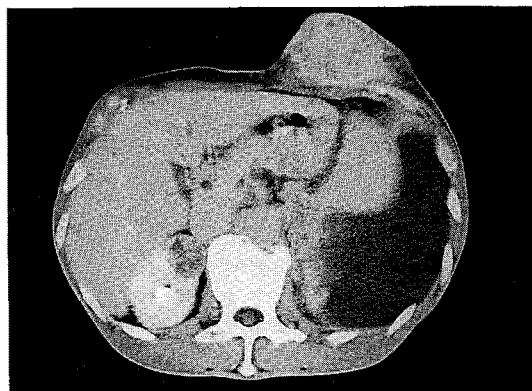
CT scan of lower thoracic level shows a large, bulging contoured, soft tissue mass in the subcutaneous layer of left lower chest wall, and left side pleural effusion with pleural nodules, which are suggestive of pleural seeding.
